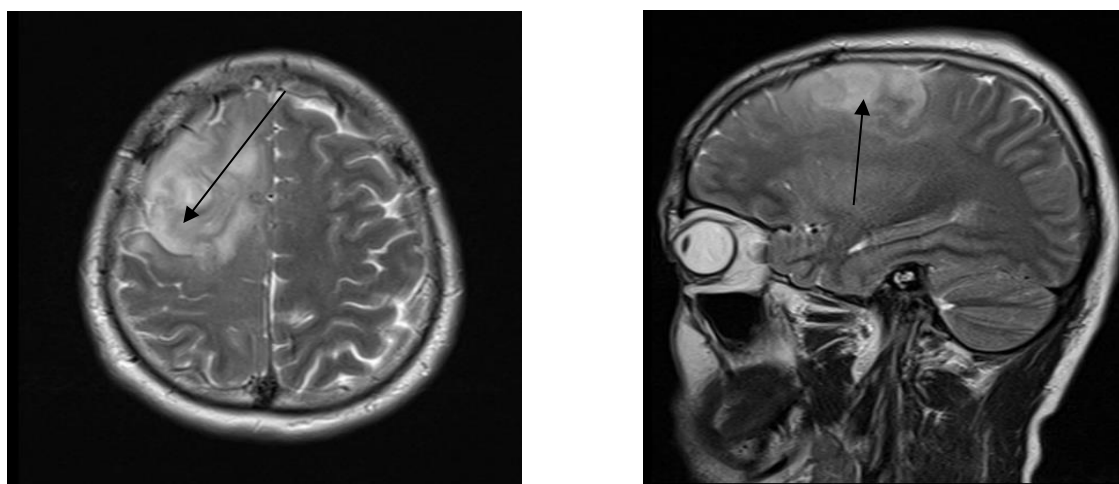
МРТ головного мозга с внутримозговым образованием лобной доли справа (указано стрелками) и перифокальным отёком в аксиальной (а) и сагитальной (б) проекциях
